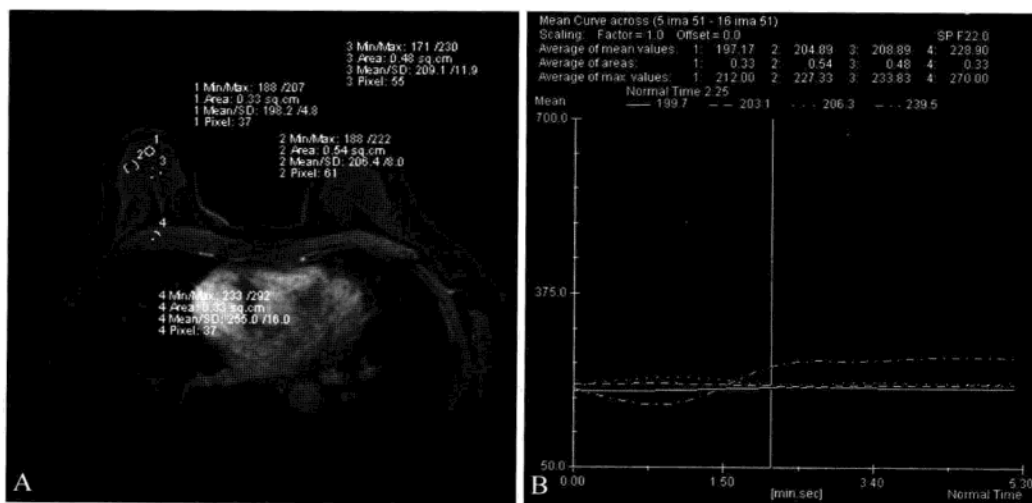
正常乳腺 MRI 动态增强表现
